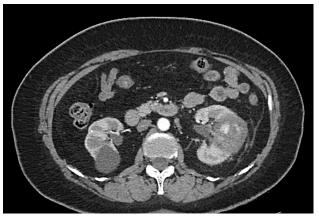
МСКТ брюшной полости, забрюшинного пространства (30.10.2021): А — опухоль левой почки в аксиальной проекции; В — опухоль левой почки в коронарной проекции. Стрелки указывают на R-контрастные метки Figure 1. СТ scans: abdomen, retroperitoneum (30.10.2021): А — left kidney tumor, axial plane; В — left kidney tumor, coronal plane. Arrows indicate R-weighted contrast marks
